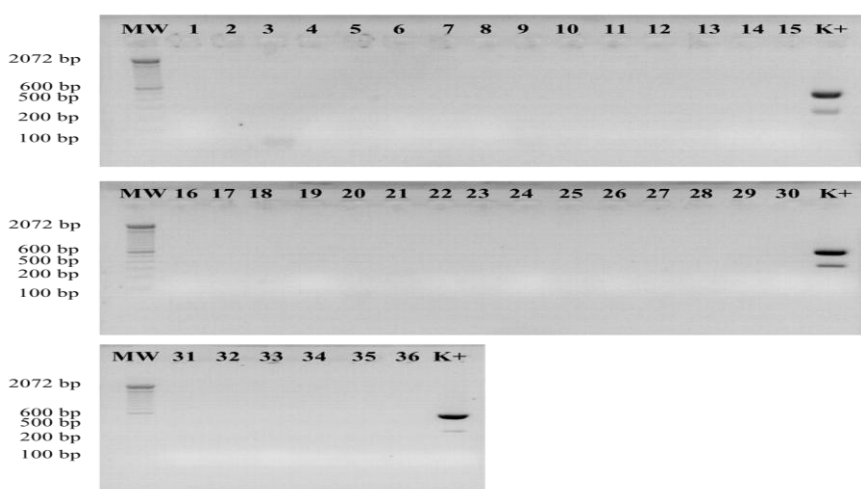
Uji mPCR untuk virus ILT dan FP kombinasi II (gen TK dan 4b)
